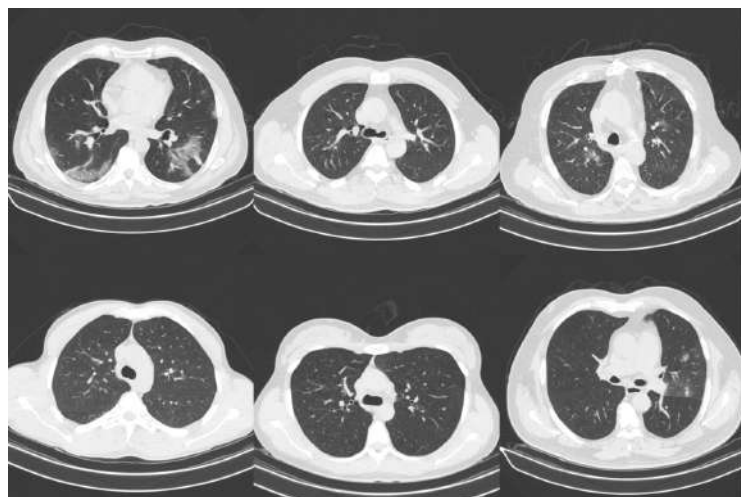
Tomografías Computarizadas Axiales de Tórax, extraídas de la base de datos COVID-CT-MD.
